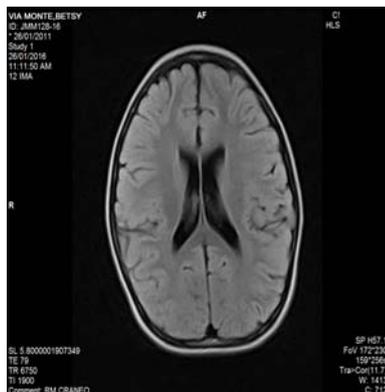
Imagen IRM derecha 6 meses después normal
